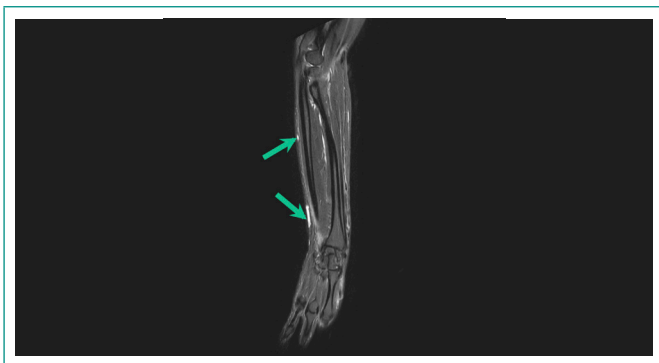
RMN secuencia STIR de brazo derecho: engrosamiento de fascia profunda con hiperseñal e hiperrealce de fascia intermuscular.
